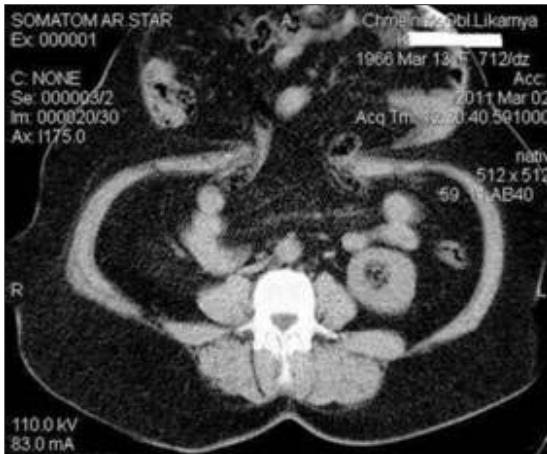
КТ черевної порожнини та грижового випину у хворої К. (пояснення в тексті).
